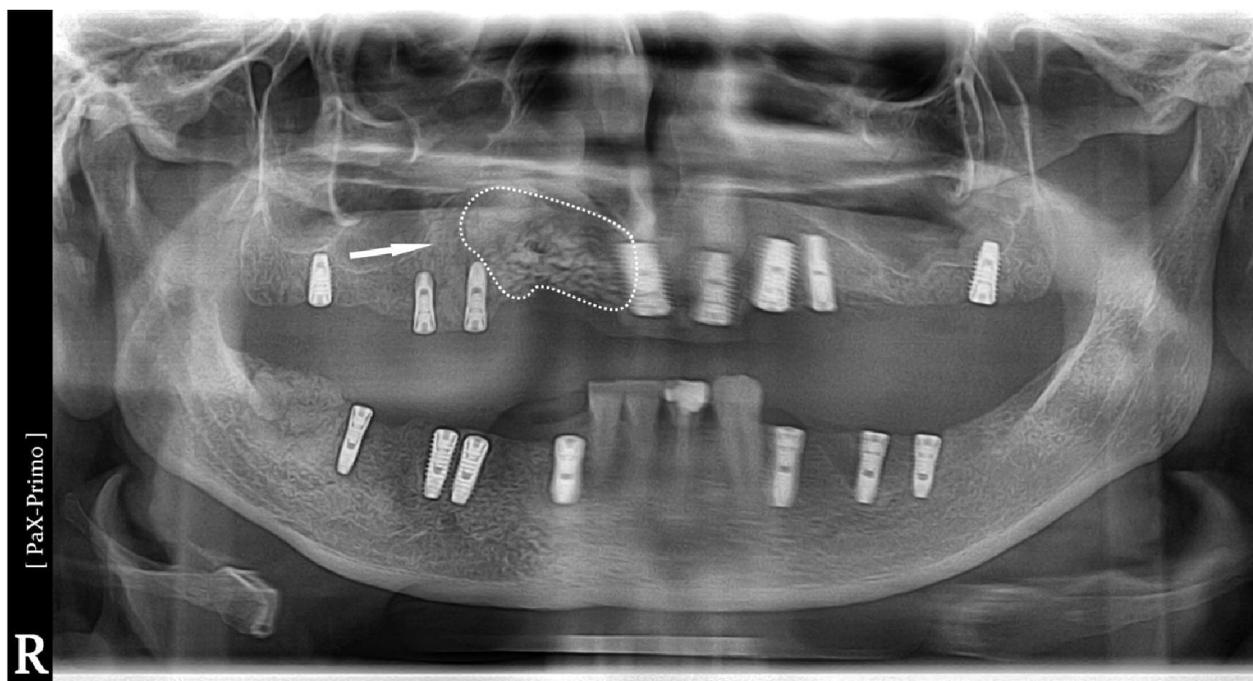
Гулова З., 38 лет. Ортопантомография через 6 месяцев после операции.
